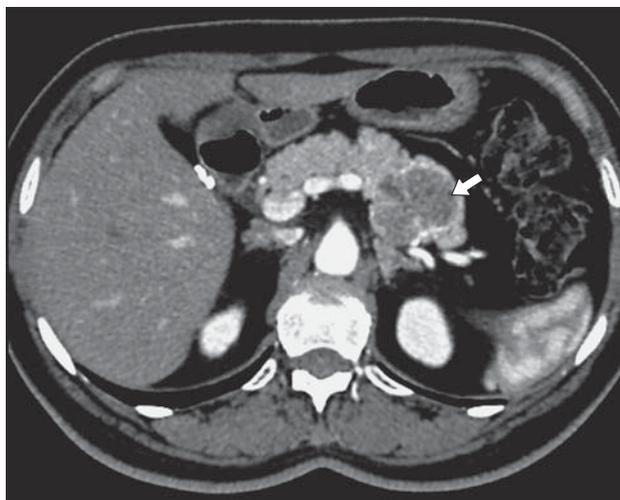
Компьютерная томограмма. Новообразование хвоста ПЖ.
